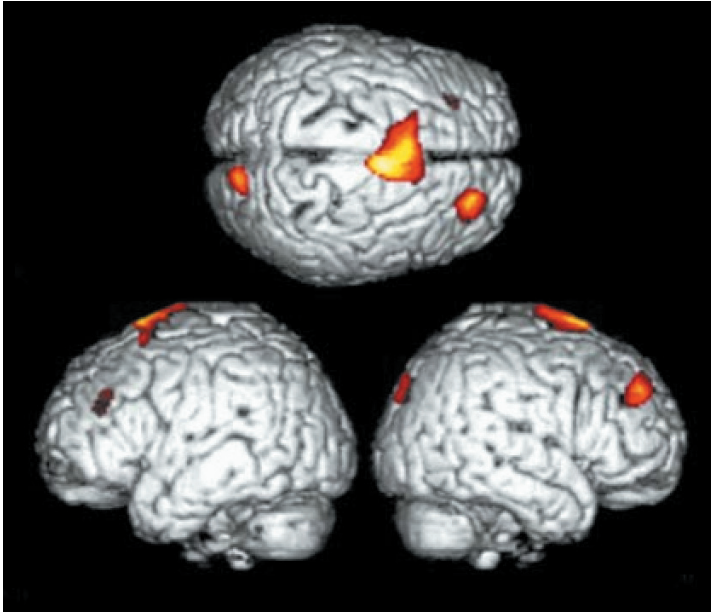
Ділянки преферентної для релігійних почуттів активності кори головного мозку за N. P. Azari та співавторами (2001). Дані позитронно-емісійної томографії
